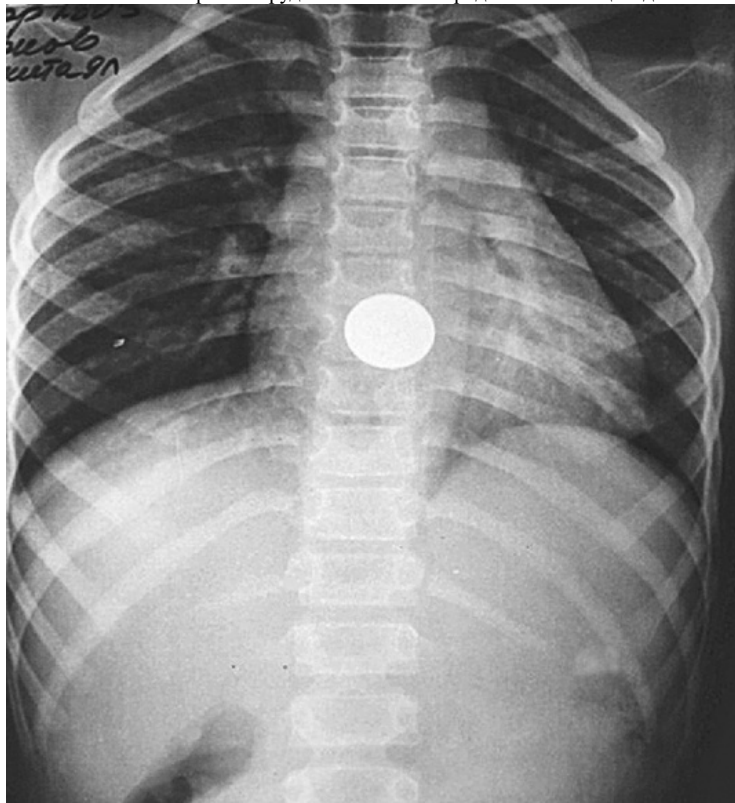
Рентгенограмма грудной клетки. Инородное тело пищевода — монета
